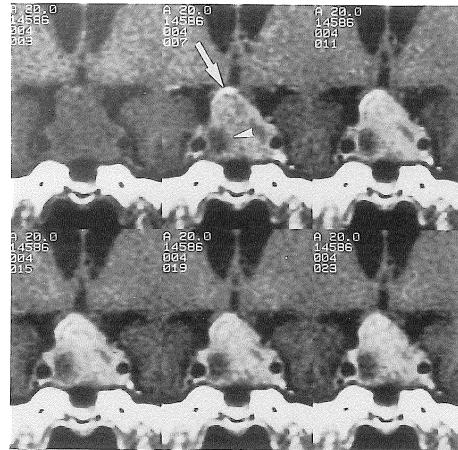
Dynamic MR images of macroadenoma. The early phase image clearly demonstrates the normal anterior pituitary as a well-enhanced structure on the right upper portion of the adenoma (arrow). Arrowhead : intratumoral cyst.
